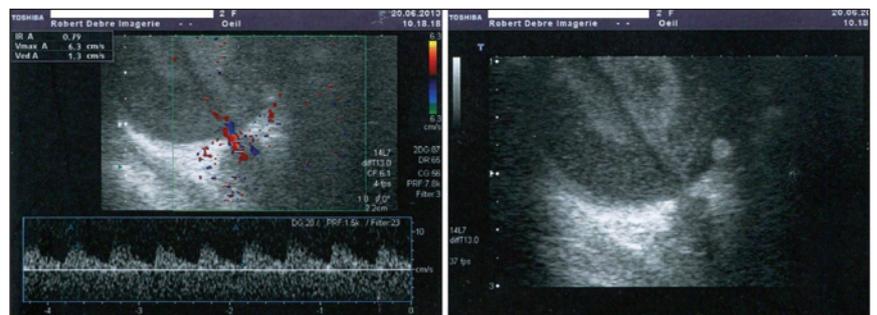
Echographie oculaire avec mode doppler chez une enfant de 2 ans ayant reçu une prémédication minimale.
